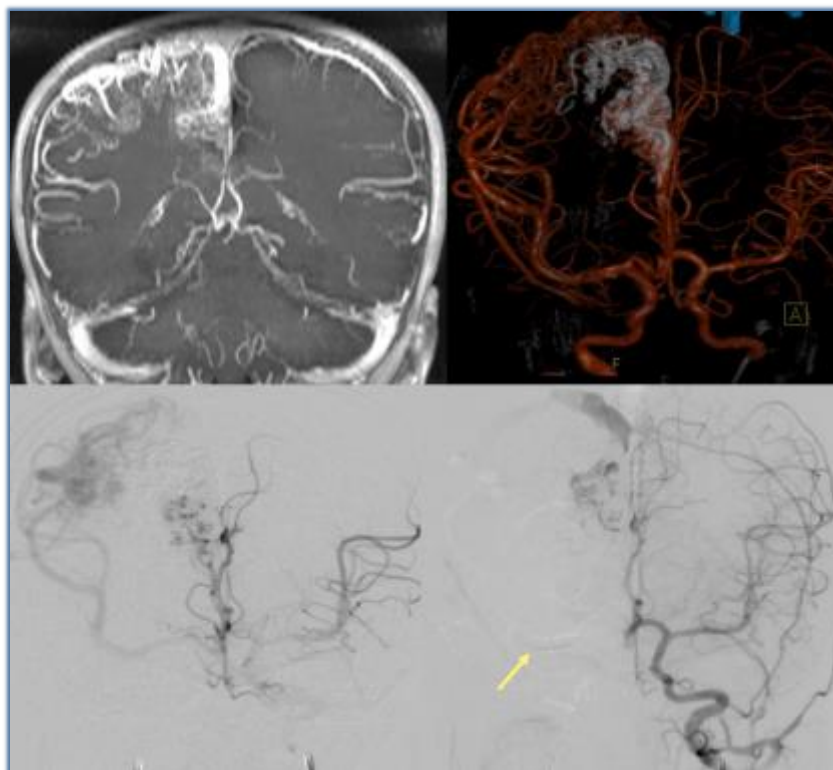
Paciente femenino de 8 años excluida del estudio, con malformación arteriovenosa inicialmente compartimentalizada SM III y SP B, que presentó división del nido malformativo en embolización previa (7 meses antes). Superior izquierdo: reconstrucción MIP coronal de secuencia 3D-TOF por RM 1.5 T inicial. Superior derecha: Fusión de imágenes de reconstrucción 3D en angiografía control a la primera embolización. En gris se observa el material embolizante previo. Inferior: angiografías en proyección AP towne con inyección de contraste en arteria carótida interna izquierda sin y con prueba de balón.
